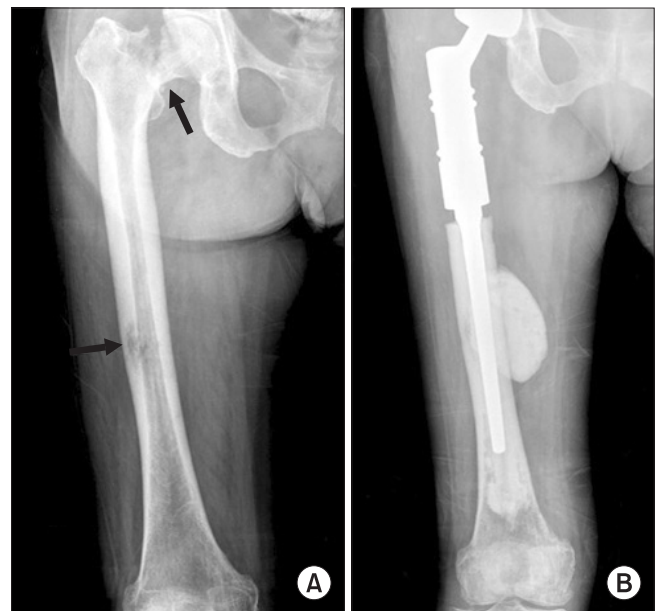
(A) Pre-operative radiograph of right femoral neck fracture and shaft skip lesion with impending fracture (arrow: tumor site (femoral neck and skip metastasis)). (B) Two months postoperative radiograph after proximal femur resection and tumor prosthetic replacement using long femoral stem.
